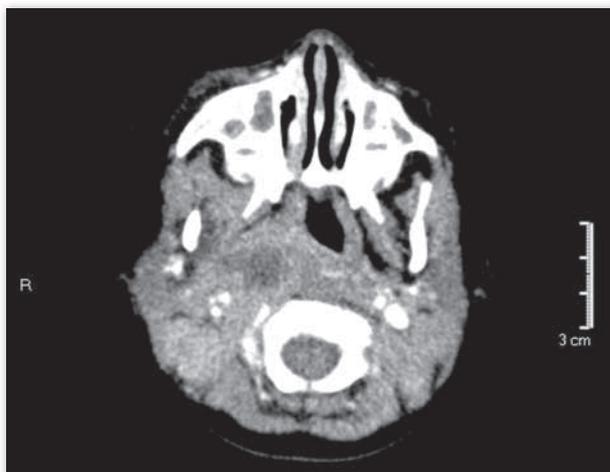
TC cervical con contraste. A) Absceso parafaríngeo preestiloide. B) Adenopatía/adenoflemón parafaríngeo retroestiloide.
